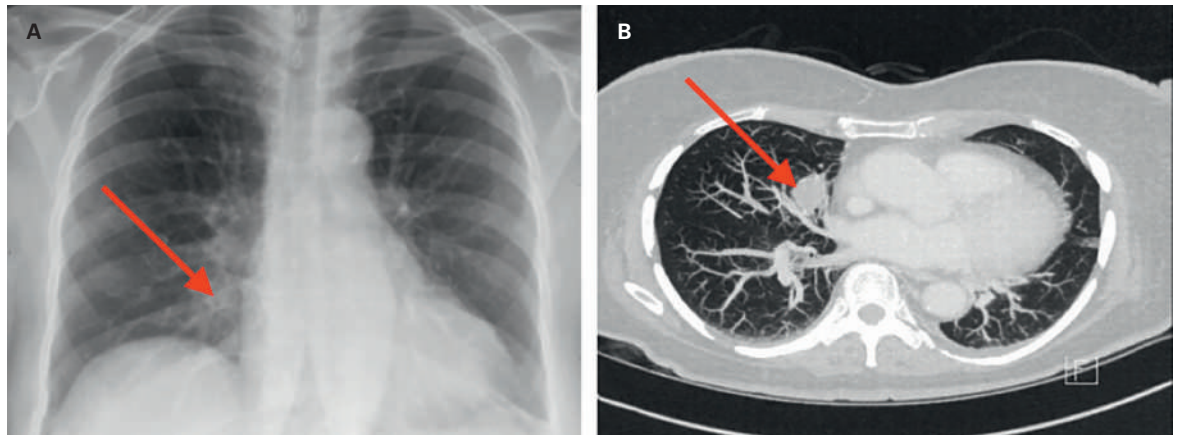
Konventionell-radiologisches Röntgen (A) und CT-Thorax (B) der 70-jährigen Patientin. Es besteht eine 1,9×3 cm messende Raumforderung im rechten Mittellappen.
